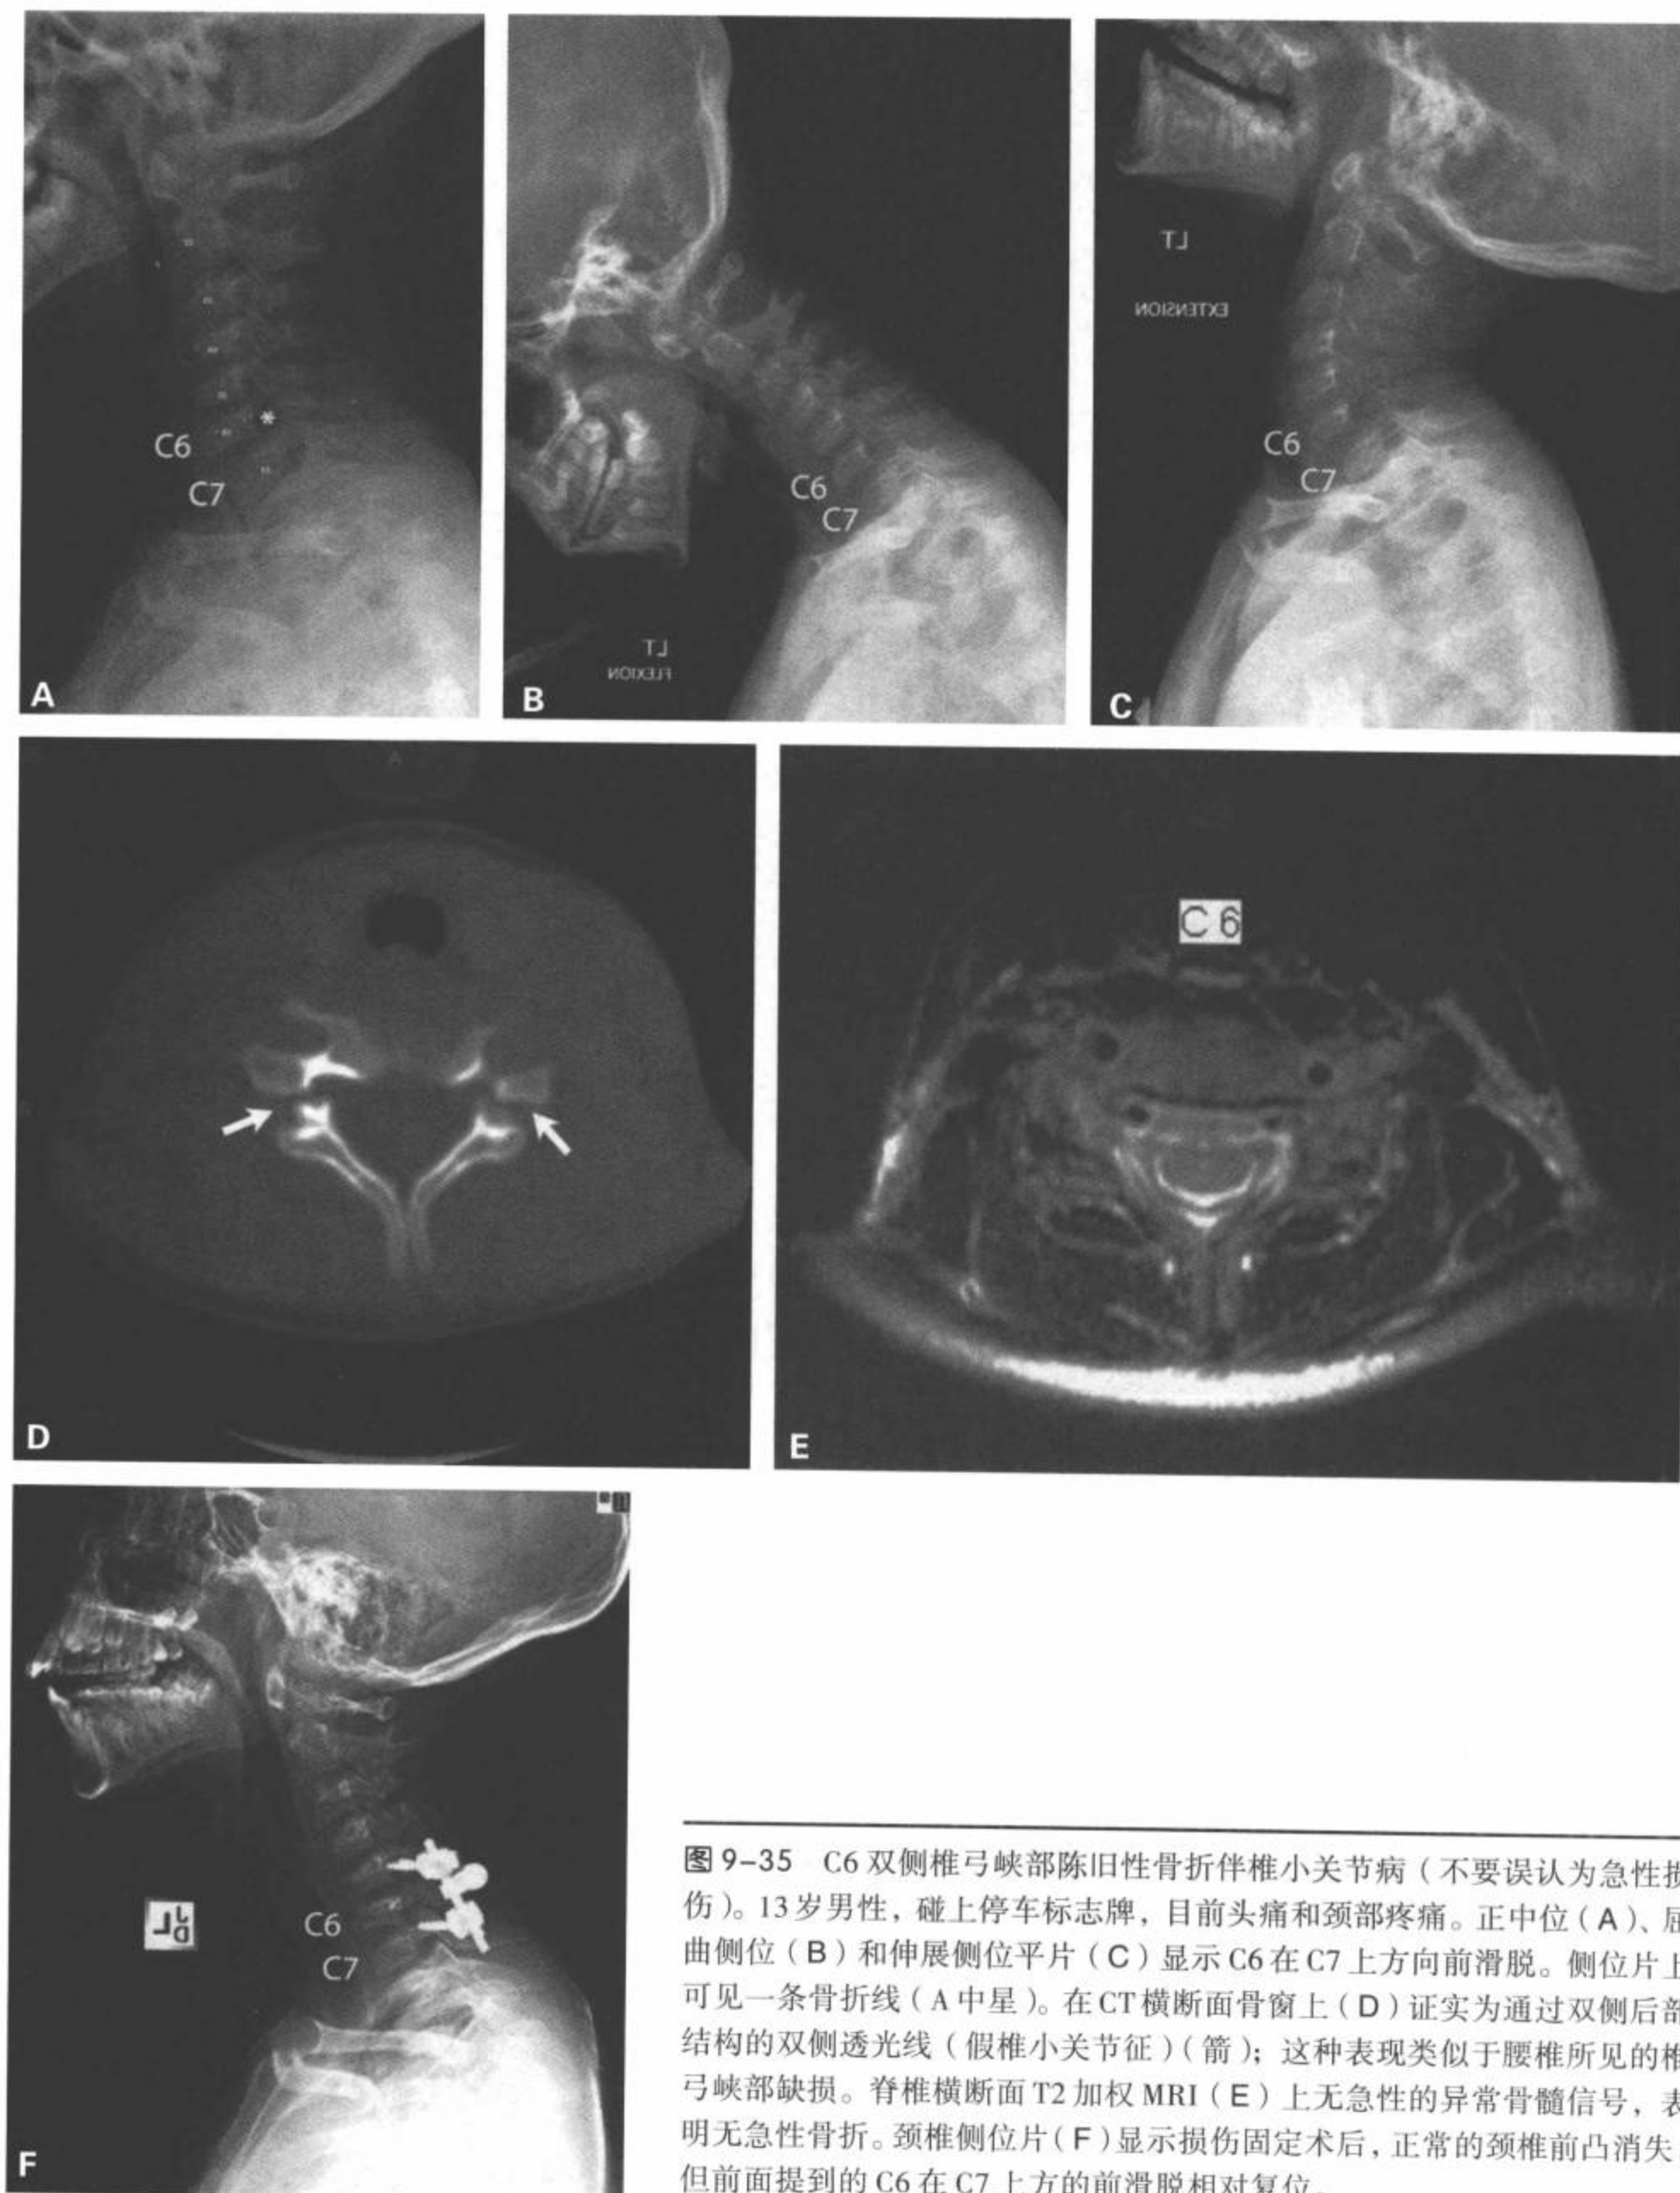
C6 双侧椎弓峡部陈旧性骨折伴椎小关节病（不要误认为急性损伤）。13 岁男性，碰上停车标志牌，目前头痛和颈部疼痛。正中位（A）、屈曲侧位（B）和伸展侧位平片（C）显示 C6 在 C7 上方向前滑脱。侧位片上可见一条骨折线（A 中星）。在 CT 横断面骨窗上（D）证实为通过双侧后部结构的双侧透光线（假椎小关节征）（箭）；这种表现类似于腰椎所见的椎弓峡部缺损。脊椎横断面 T2 加权 MRI（E）上无急性的异常骨髓信号，表明无急性骨折。颈椎侧位片（F）显示损伤固定术后，正常的颈椎前凸消失，但前面提到的 C6 在 C7 上方的前滑脱相对复位。
